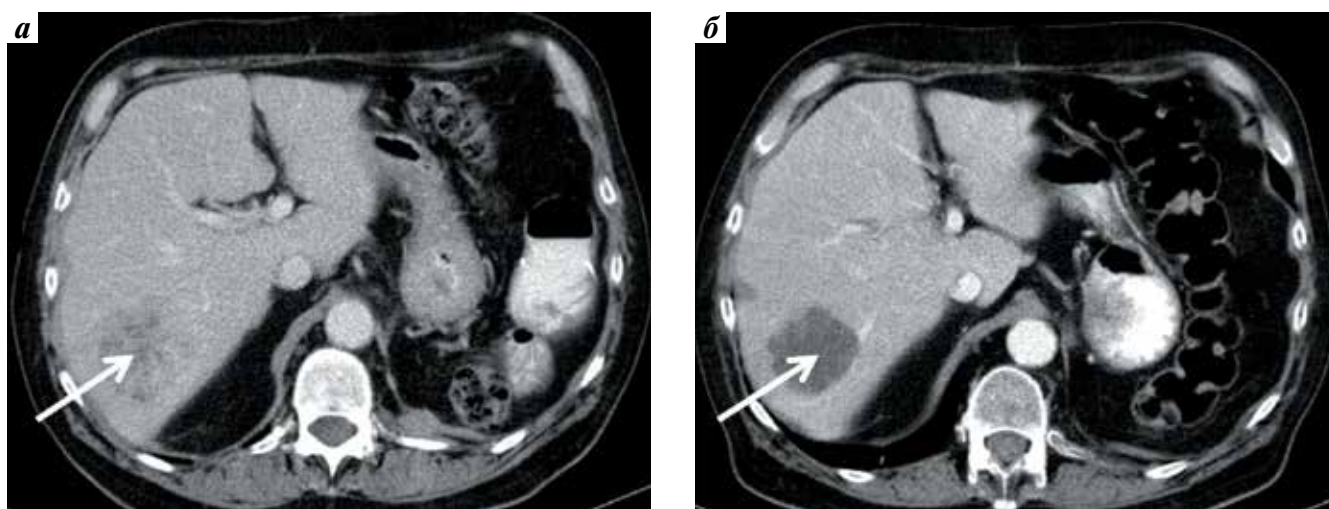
Изменения размеров и структуры метастазов в печени на фоне комбинированной таргетной терапии (больной А., компьютерная томография живота с контрастированием до и после 2 циклов комбинированной таргетной терапии): а – метастаз в 6–7 сегментах печени размером 62 × 58 мм, с нечеткими контурами, накапливающий контрастный препарат (белая стрелка); б – уменьшение метастаза в 6–7 сегментах печени до размера 50 × 47 мм, резкое снижение плотности и интенсивности контрастирования как проявление некроза (белая стрелка)
